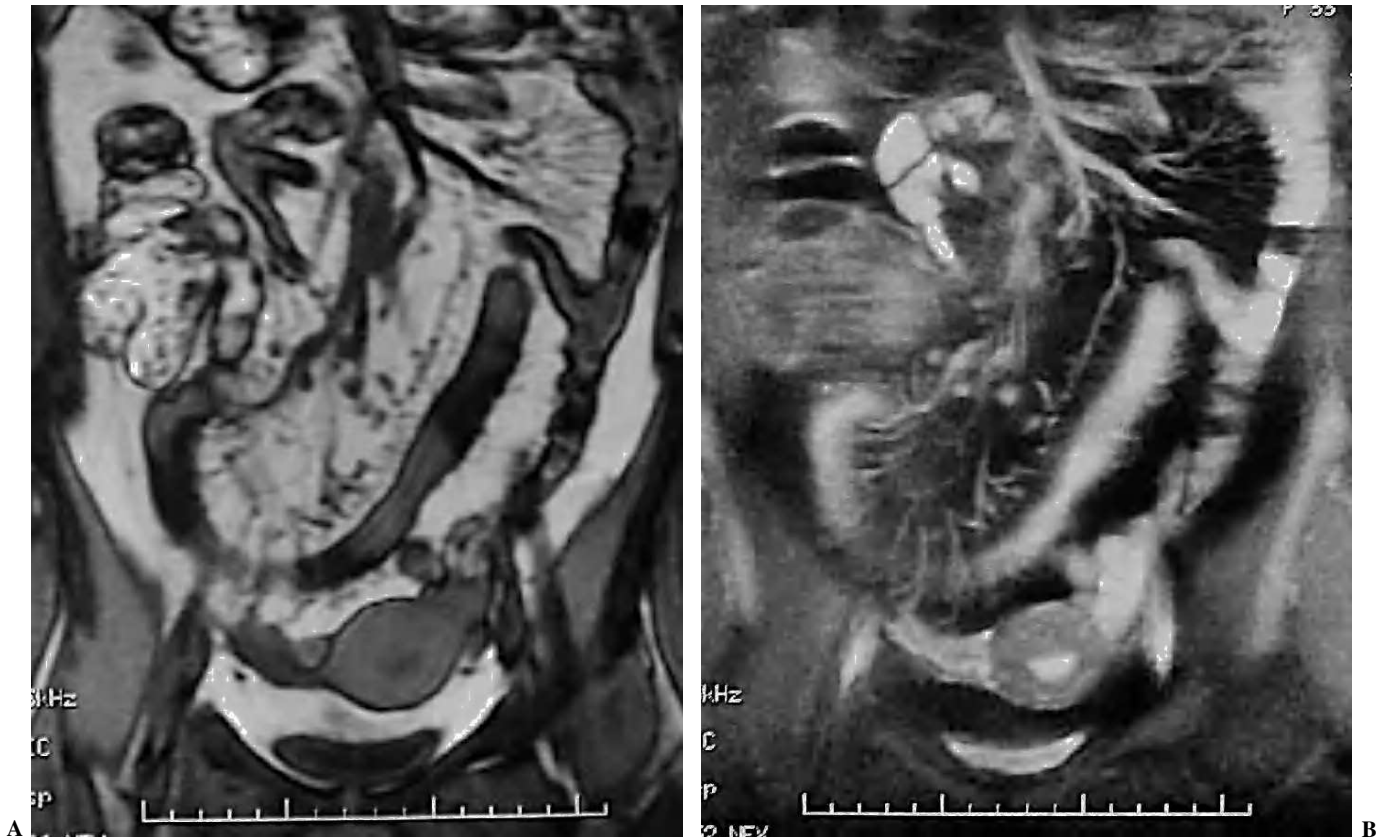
Enfermedad de Crohn, fase activa inflamatoria. (A) El signo del peine en la resonancia magnética (RM), secuencia potenciada en T1, imagen de orientación coronal. (B) Secuencia potenciada en T2, corte coronal, muestra prominencia y dilatación de los vasa recta.
